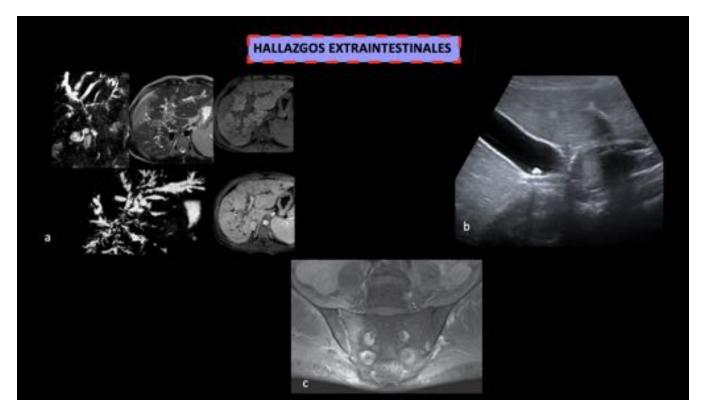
Complicaciones extraintestinales. a) Colangio-RM. Enfermedad de Caroli b) Ecografía abdominal. Colelitiasis. c) RM Sacro. coronal FSE DPFS. sacroilieitis.
